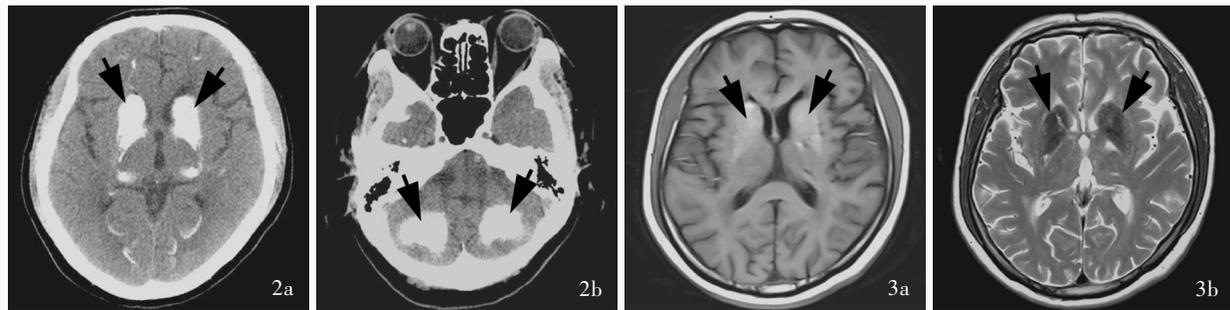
头部CT检查所见 2a 双侧基底节区对称性高密度影(箭头所示) 2b 双侧小脑半球对称性斑片状高密度影,提示钙化(箭头所示) 图3 头部MRI检查所见 3a 横断面T₁WI显示,双侧基底节区高信号影(箭头所示) 3b 横断面T₂WI显示,双侧基底节区低信号影(箭头所示)
